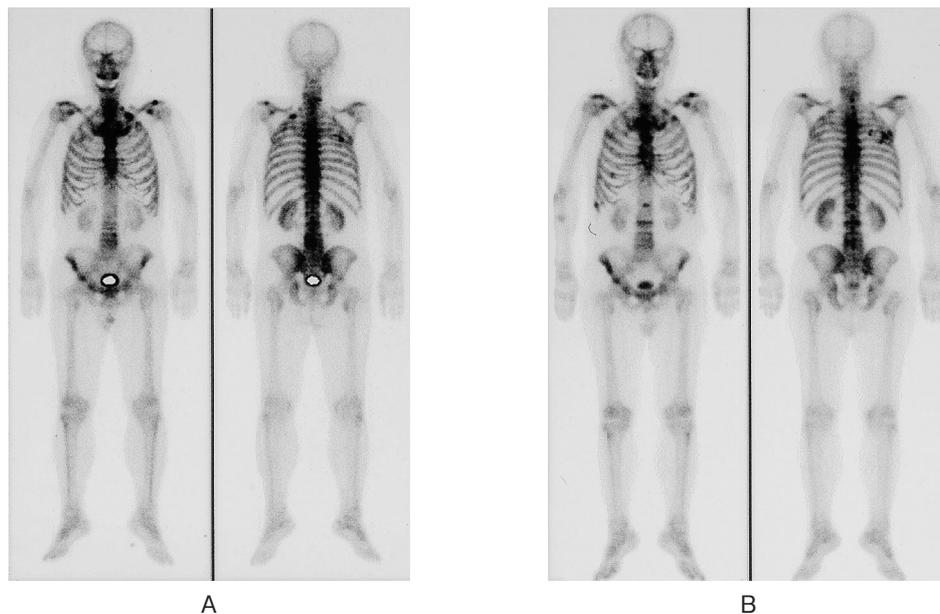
A: Bone scintigraphy revealed high accumulations in Th5 and costae (March, 2007). B: Bone scintigraphy revealed multiple high accumulations in thoracic and lumbar vertebra (December, 2007).
